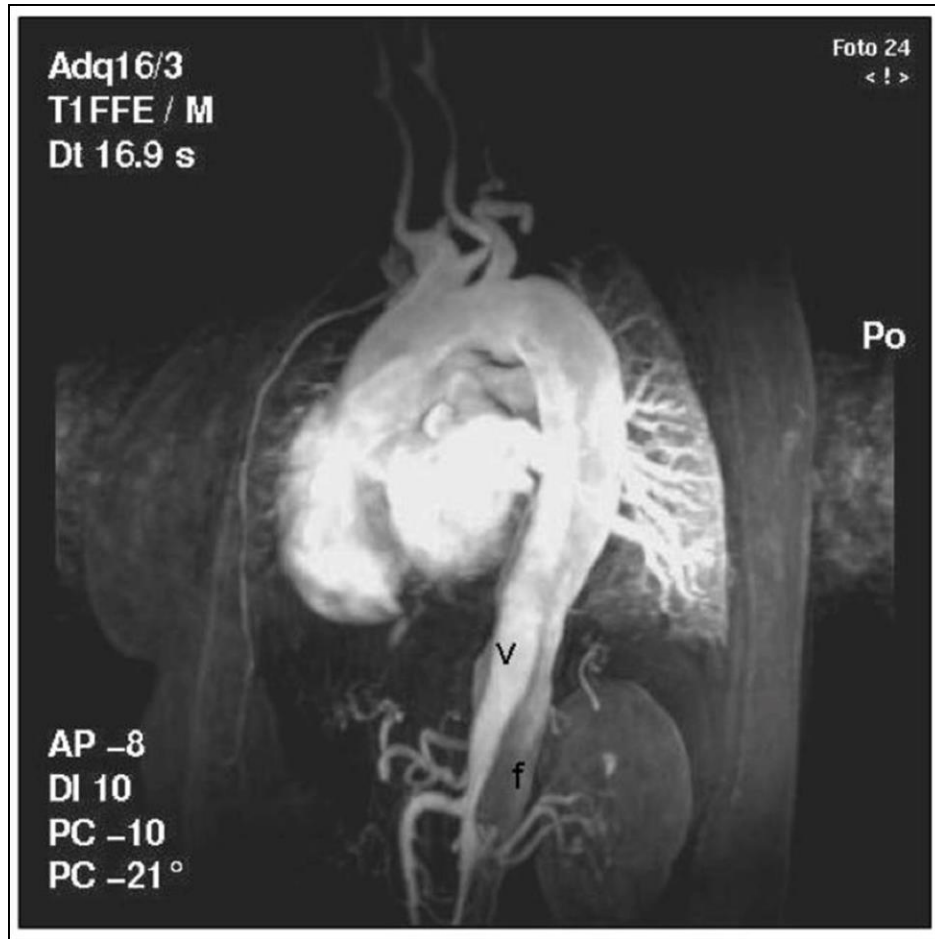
Resonancia magnética cardiaca en 3 dimensiones. Imagen en proyección oblicua sagital con gadolinio. Se observa un arco aórtico bovino y disección aórtica; v: luz verdadera; f: luz falsa.
